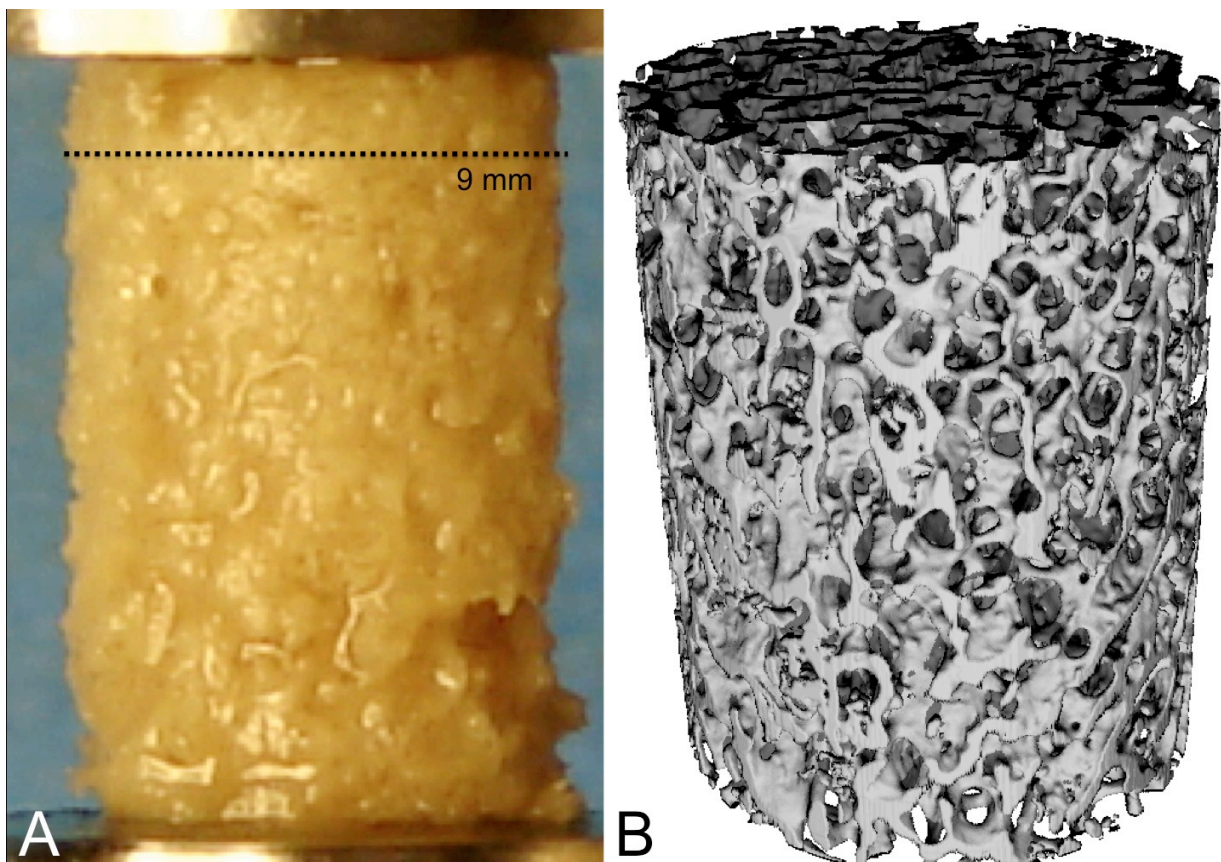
Photographie (A) und 3D Rekonstruktion (B) des entsprechenden μ CT Datensatzes einer repräsentativen Knochenprobe mit 9 mm Durchmesser.
